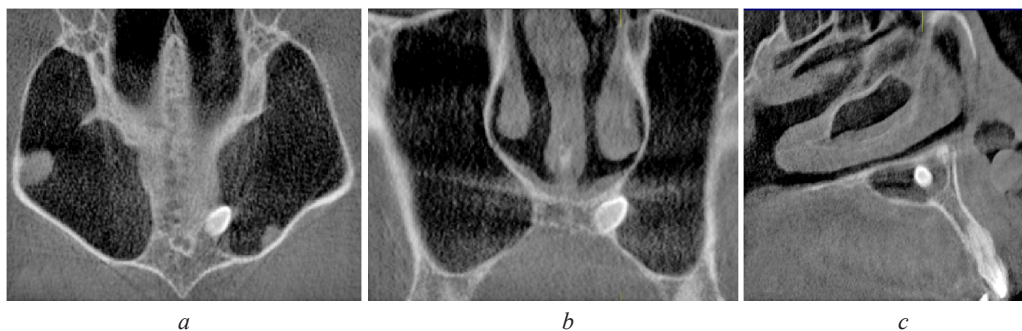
CBCT, axial (a), coronal (b), and sagittal (c) images showing mesiodens in the maxillary sinus
